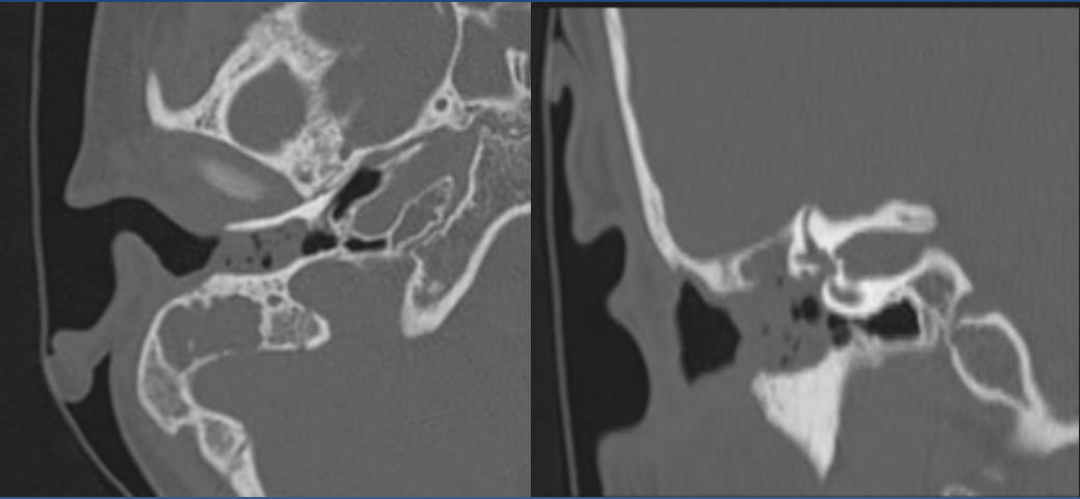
Pac. de 3 años con otorrea sin respuesta a antibióticoterapia. TC de peñascos: Ocupación de oído medio derecho con tejido de partes blandas y erosión de celdillas mastoideas
